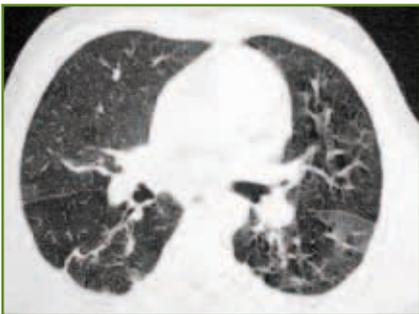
TDM thoracique d'un patient de 40 ans ayant une spondylarthrite ankylosante depuis 16 ans montrant un aspect en verre dépoli avec une bande parenchymateuse.
